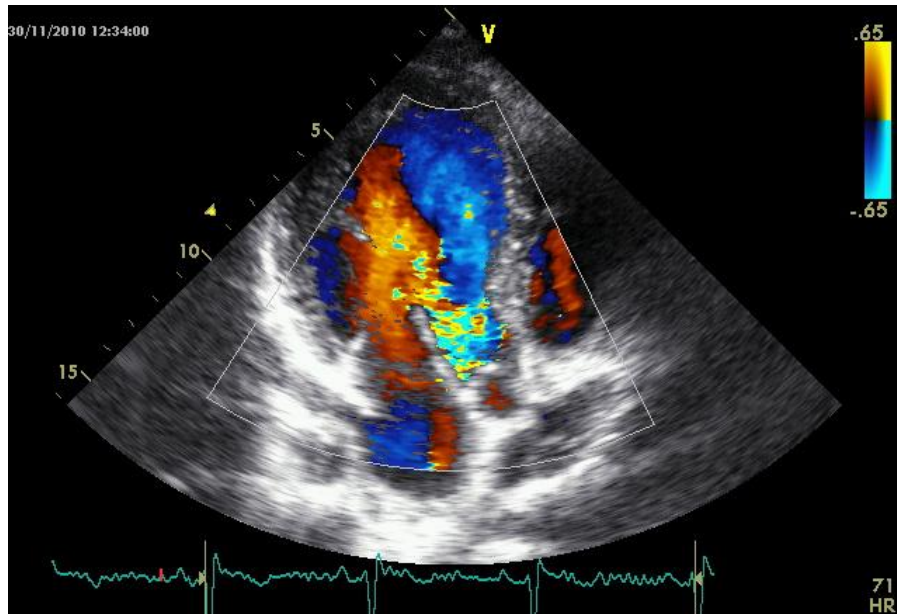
Santral ve egzantrik AY jetinin transözofagiyal eko ile kaydının örnekleri. AY'nin renkli akım Doppler komponentleri görülmektedir; jet genişliği, akım konverjansı, vena kontrakta. (Journal of the American Society of Echocardiography July 2003) LA , sol atrium ; LV, sol ventrikül.
